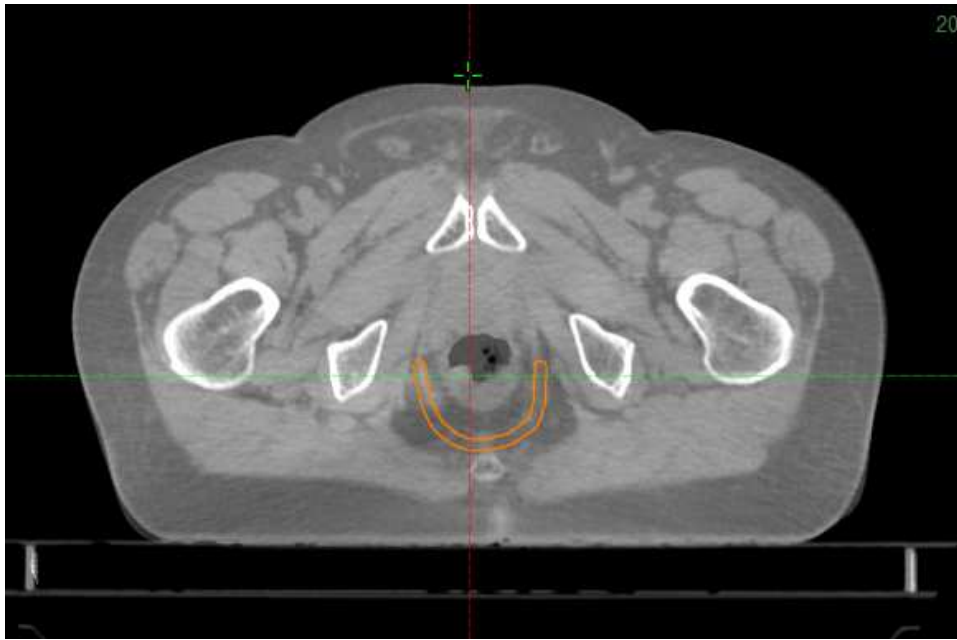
Visione assiale contorno muscolo elevatore dell'ano CBCT4 di paziente 1
